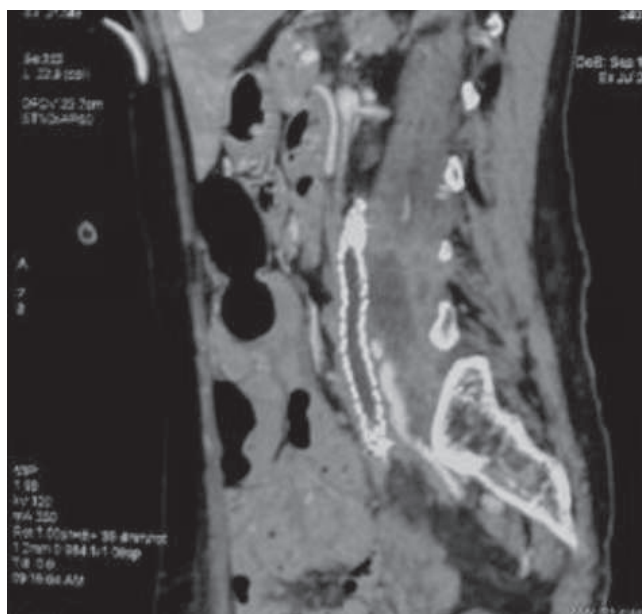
Resonancia magnética en corte sagital que muestra Stent ureteral izquierdo.
